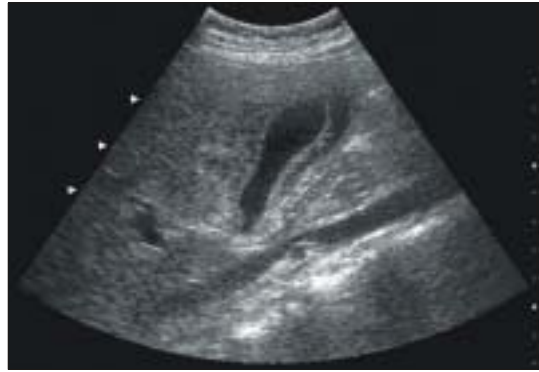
Abdominal ultrasonogram showed hepatomegaly and gall bladder wall thickening.
